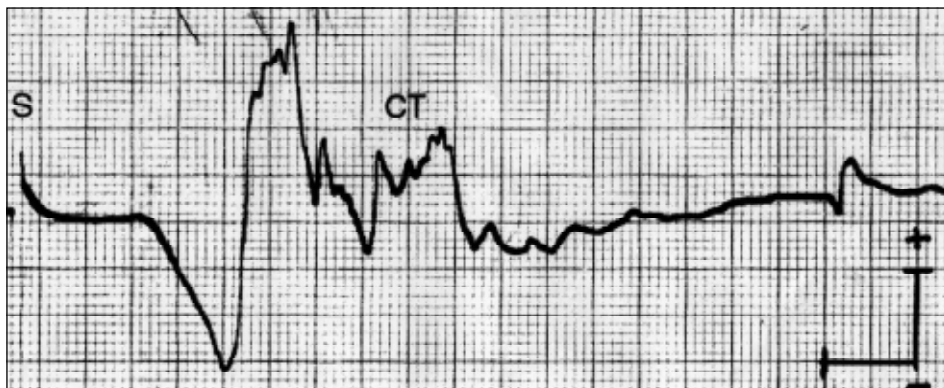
Caso 5: Resultados das medidas de condução do ramo para feixe superior do músculo trapézio do nervo espinal direito. Latência mínima 6,8 ms, para uma distância de 90 mm. O estímulo elétrico (S) provocou onda M ou potencial evocado muscular de 3,7 mV disperso, com duração de 28 ms. Onda M composta por um potencial bifásico inicial, que resulta das unidades motoras mais rápidas, seguido de um componente tardio (CT) polifásico de longa duração, constituído de potenciais de unidades motoras de condução mais retardada. Calibração: 1 mV e 5 ms / divisão. Eletrodo de captação Dantec 13L50.
